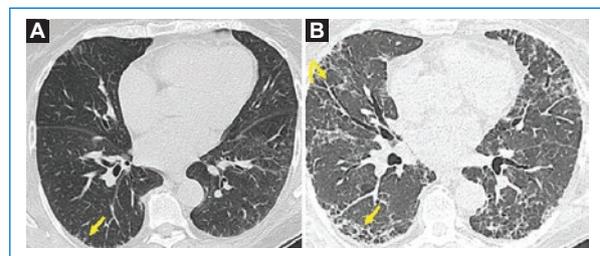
Paciente de 59 años con dermatomiositis, síndrome antisintetasa y neumonía en organización. A: TC de alta resolución (TACAR) en corte axial, en la que se observa una forma fibrosante con retículo subpleural (flecha). B: empeoramiento del patrón intersticial, vidrio esmerilado (flecha) y bronquiectasias de tracción (flecha curva) en la TACAR de control 2 meses después.
